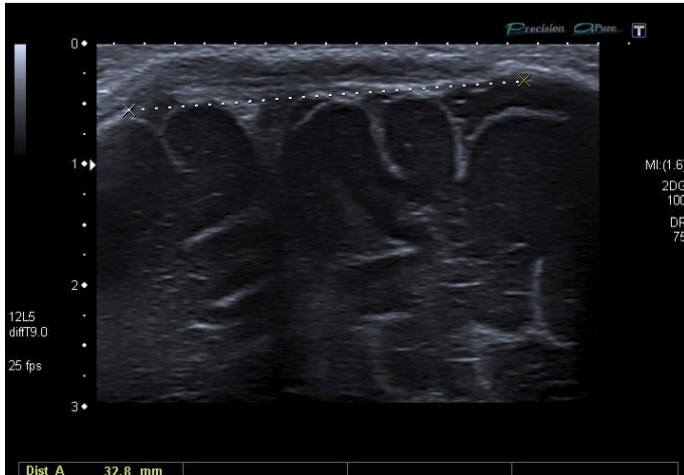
Ultrasonography of the posterior fontanelle area (coronal plane) shows a bone defect of 3.2cm (dashed line) with thickening of the peripheral soft tissues but without damage to the brain parenchyma.
